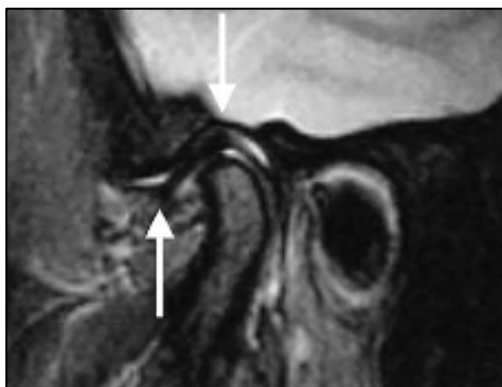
Imagen de RNM de un corte sagital en una ATM izquierda sana. Se observa el disco con su forma bicóncava, hipointenso y la zona bilaminar posterior hiperintensa. Tomado de: A. M. Whyte, D. McNamara, I. Rosenberg, A. W. Whyte: Magnetic resonance imaging in the evaluation of temporomandibular joint disc displacement—a review of 144 cases. *Int. J. Oral Maxillofac. Surg.* 2006; 35: 696–703.
